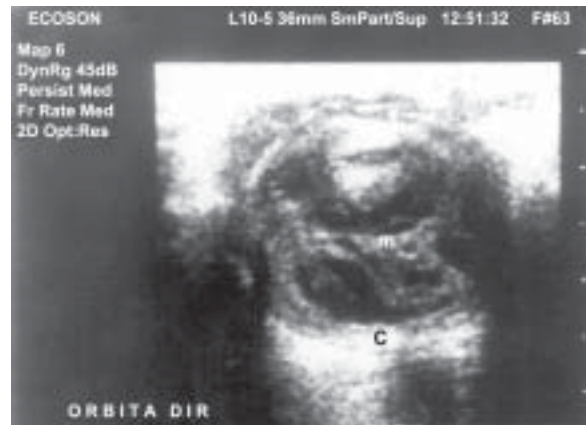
Ultra-sonografia ocular mostrando membranas, ecos vítreos e coróide espessada à direita.
